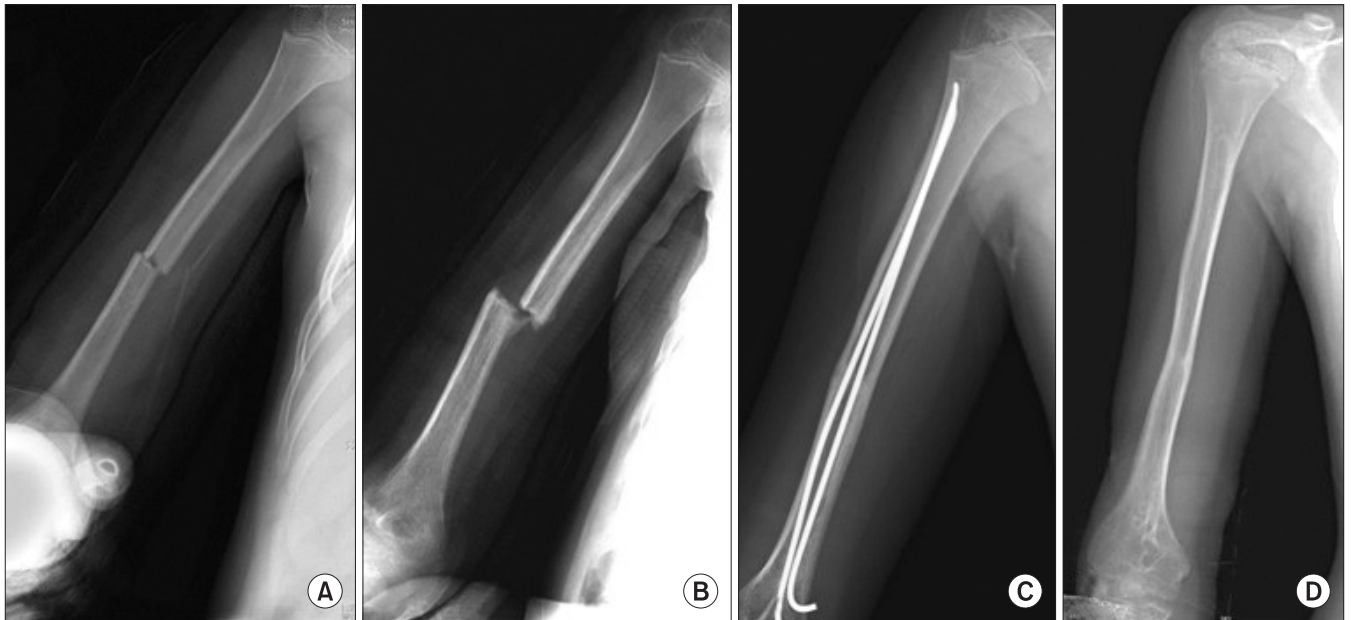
Patient 9. (A) Reduction was maintained by closed method and U plaster. (B) After 6 weeks, this 10-year-old boy was hit by his friend and refracture happened. (C) Fracture was fixed with 2 titanium elastic nails. (D) After 13 months, anteroposterior radiograph showed well union status without complications.
